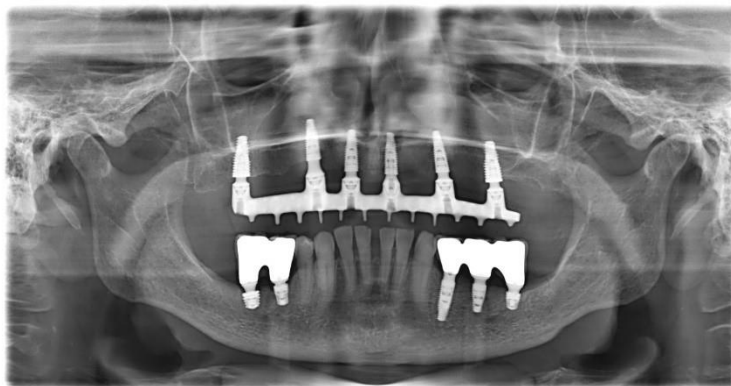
Radiografia panorâmica obtida após a instalação das próteses superior e inferior.
